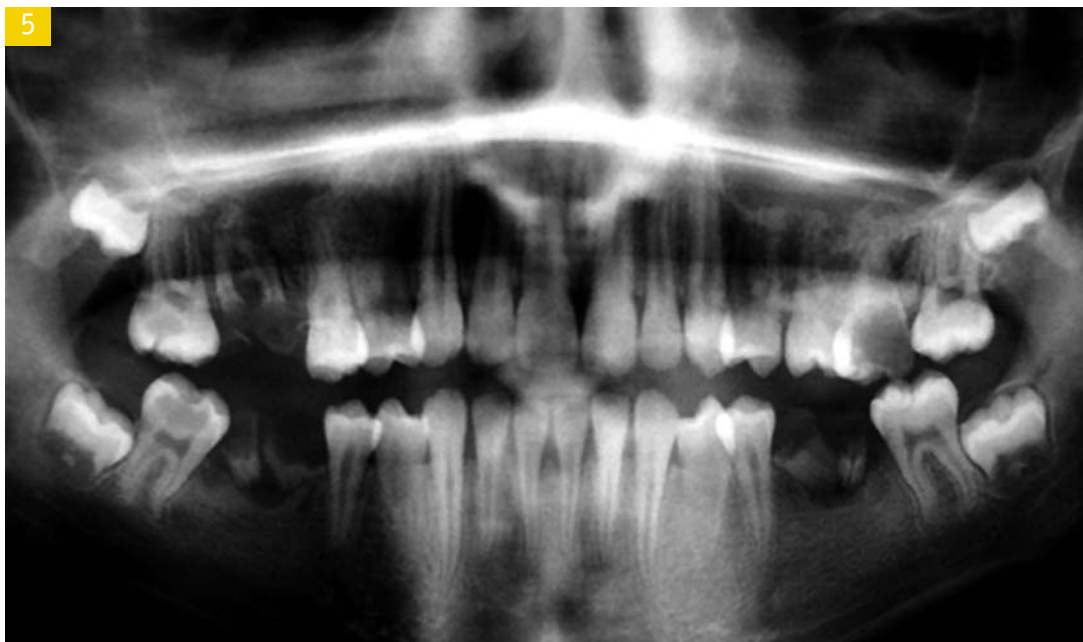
Orthopantomogramme objectivant le délabrement et l'atteinte apicale de la dent 16.
